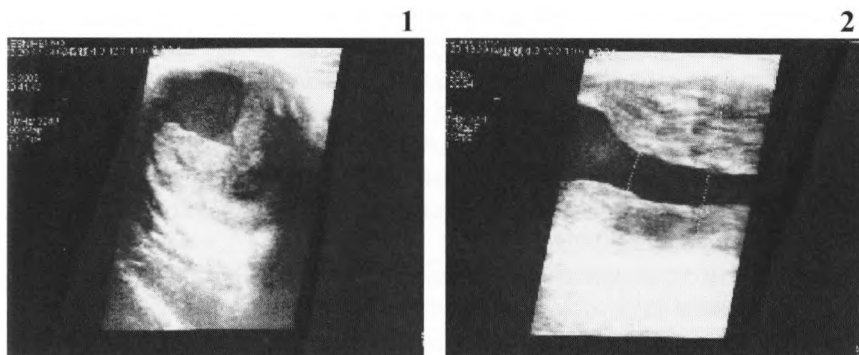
УЗИ 1 и 2. Аневризма плечевой артерии.
